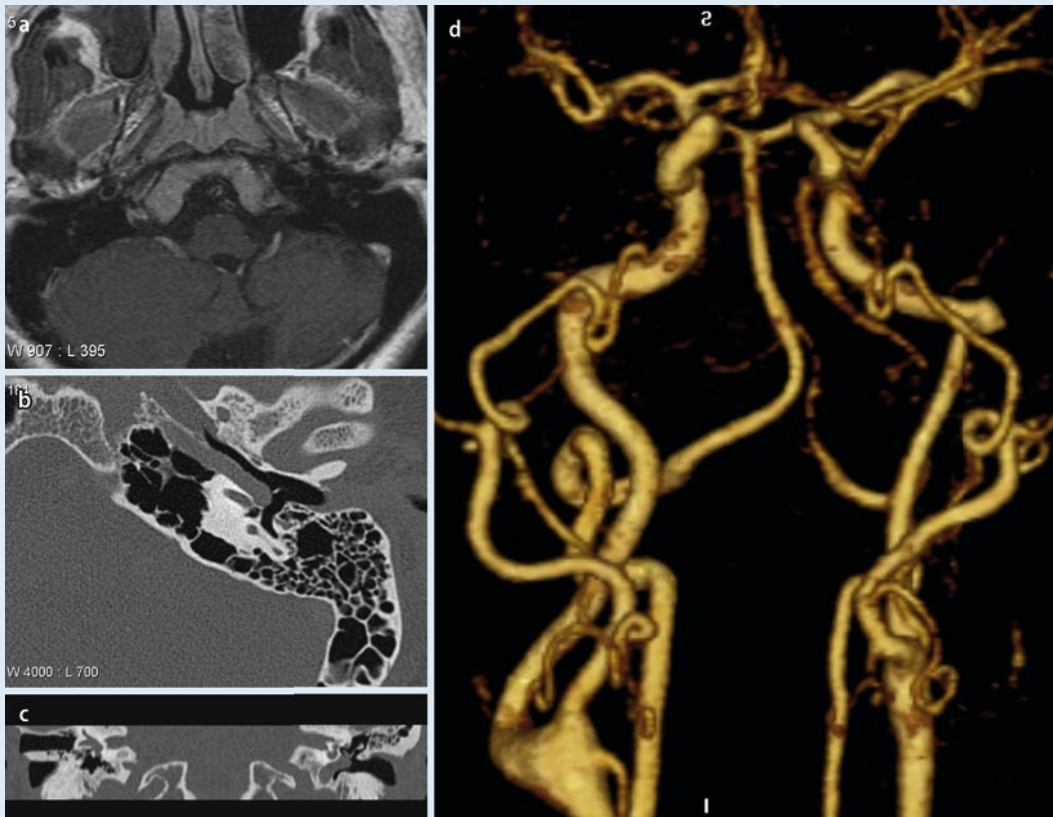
a Kontrastmittelverstärktes MRT (T1) mit Darstellung des Foramen caroticum rechts (Pfeil) und fehlender A. carotis interna links, hinweisend auf einen aberrierenden Verlauf oder eine Agenesie. b, c HR-CT. Felsenbein oben links axial, unten koronar beidseits mit aberrierender A. carotis interna im Mittelohr und Kontakt zum Processus lenticularis. d MRA der Halsgefäße (a.-p.-Ansicht) mit aberrierender A. carotis interna links und Kaliberschwankung zwischen aberrierendem Gefäß und A. carotis interna am Übergang zur petrosalen Portion
